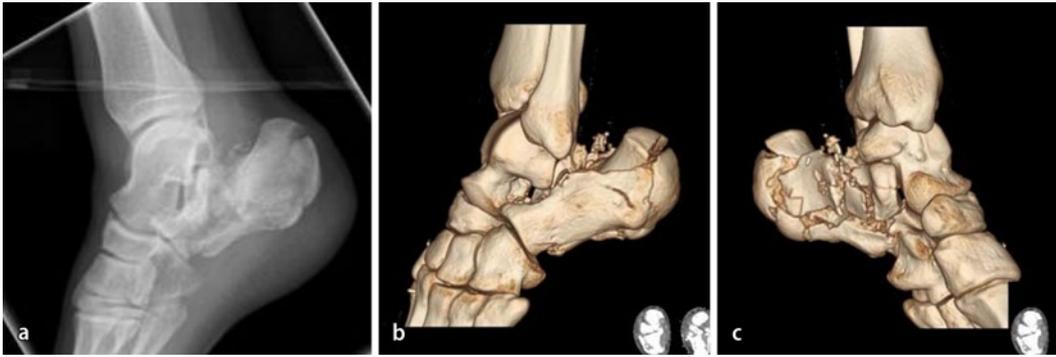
◀ Komplexe Kalkaneusmehrfragmentfraktur („joint depression type“, Sanders IV), männlicher Patient, 16 Jahre, nach Sturz von der Schwimmbadrutsche, a Röntgen, b,c verbesserte Darstellung der Frakturgeometrie und verbessertes Verständnis der Verletzung durch computertomographische 3D-Rekonstruktion
